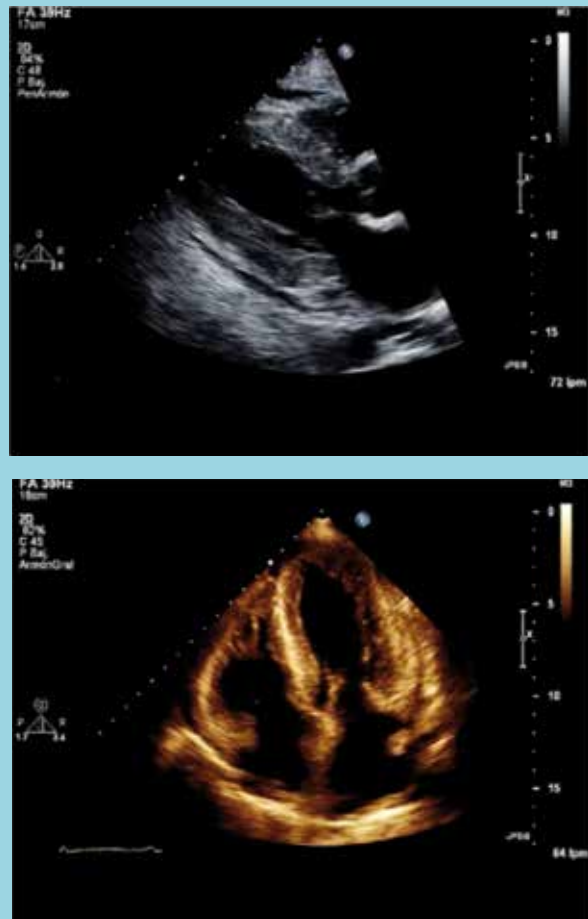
Ecocardiograma de Superficie. Marcado engrosamiento miocárdico de ambos ventrículos, con aumento de ecogenicidad miocárdica y aspecto de "patrón granular". Además, dilatación biauricular y derrame pericárdico.
